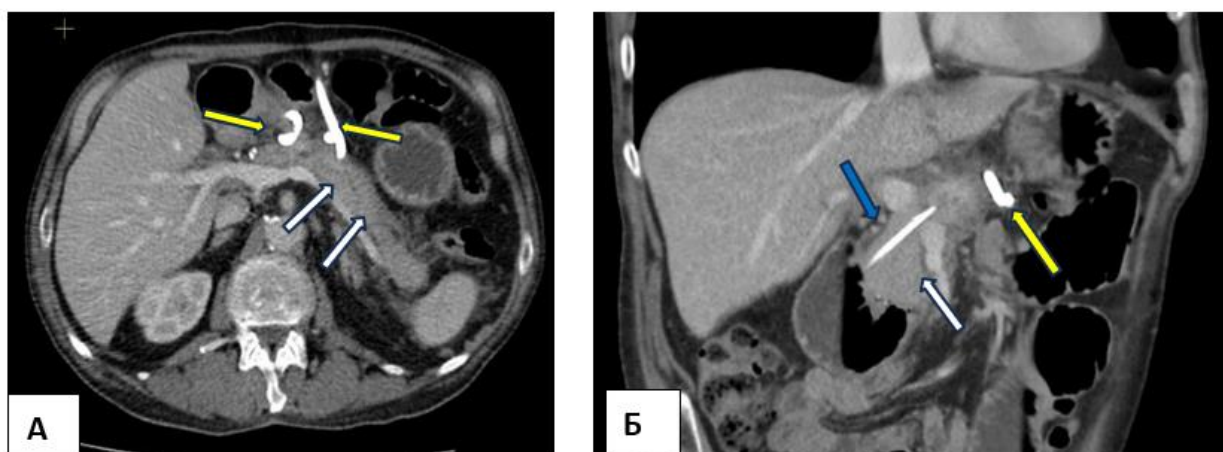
КТ с контрастным усилением, венозная фаза. 4 месяц заболевания. Аксиальная (А) и корональная (Б) проекции. Дренажи в сальниковой сумке (желтые стрелки), неизменная паренхима ПЖ (белые стрелки), функционирующий стент в главном панкреатическом протоке (синяя стрелка)
